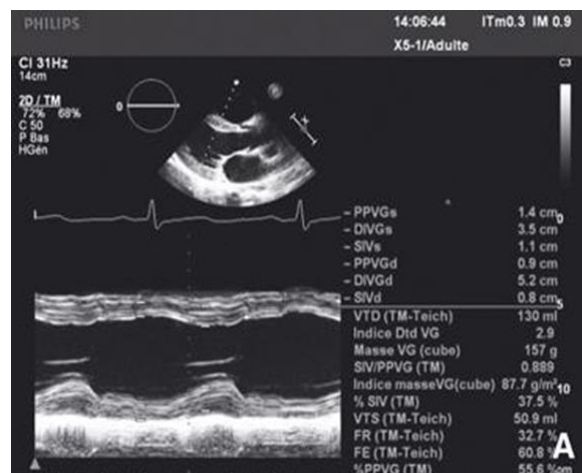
Image échographique en mode TM(164)
